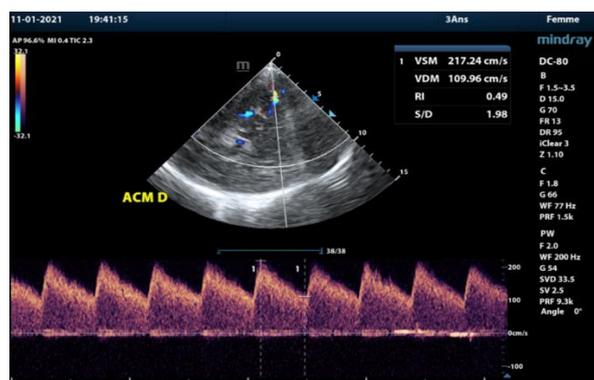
image échodoppler transcrânien par fenêtre temporelle droite. Exorotation de l'ACMD. Vitesse systolique moyenne égale à 217 cm/s.
